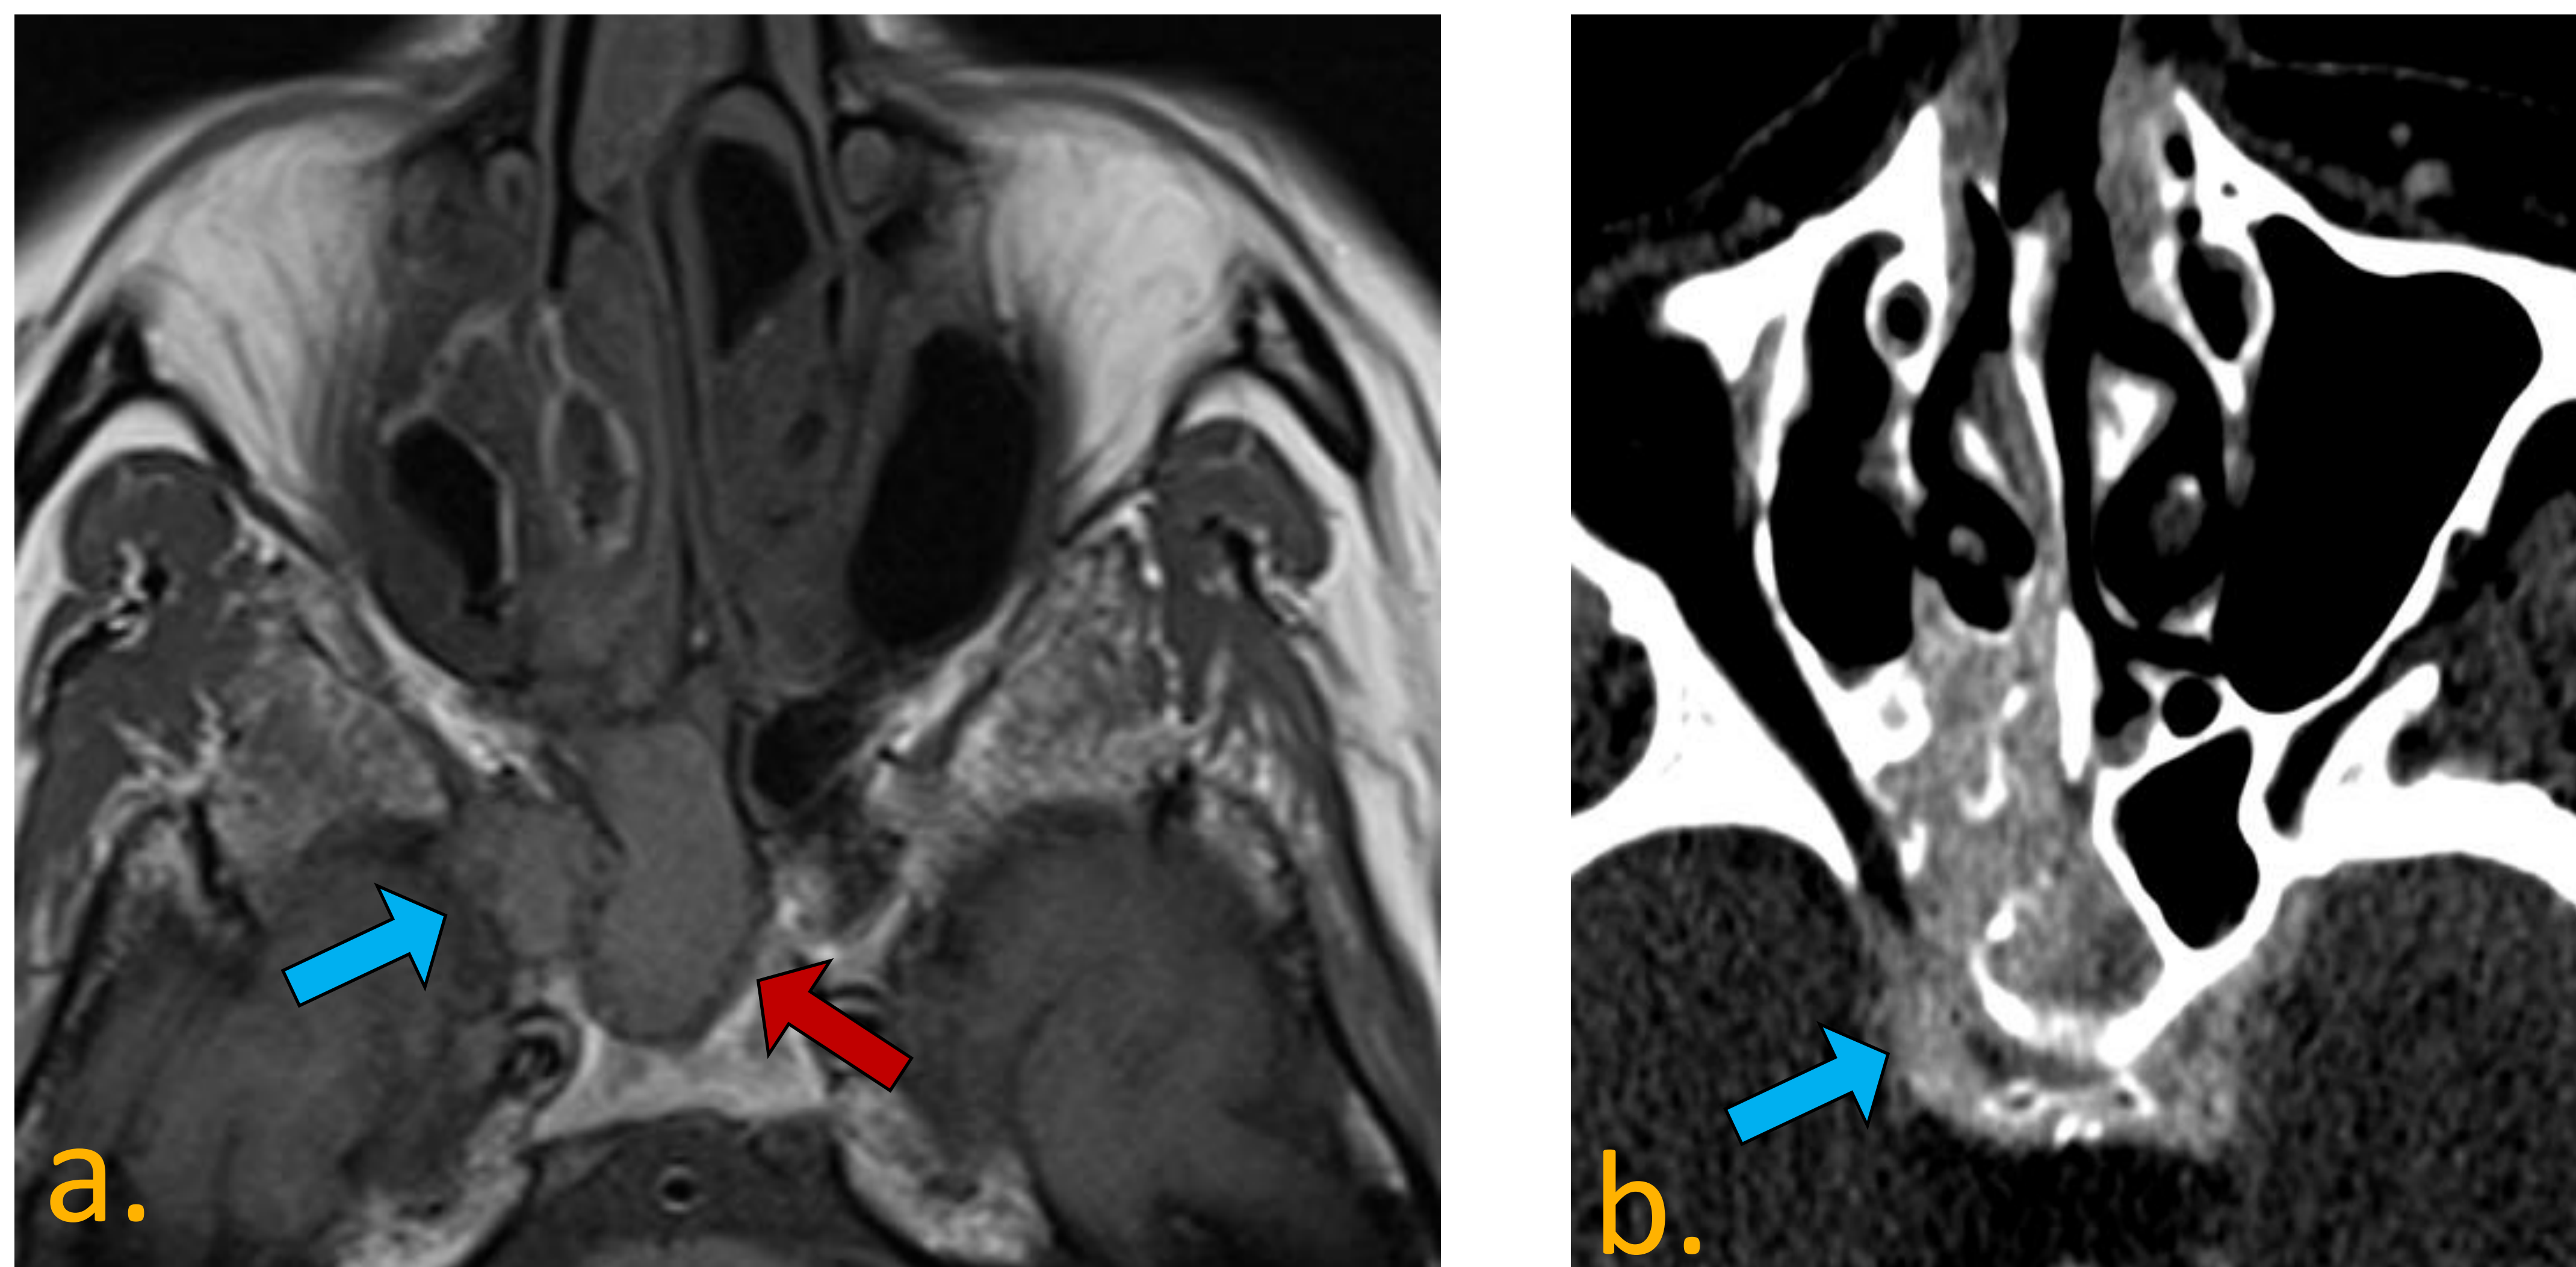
a) T1 axial b) TC Axial. Mieloma múltiple del seno esfenoidal (flecha roja), con extensión al seno cavernoso derecho. (flecha celeste)
